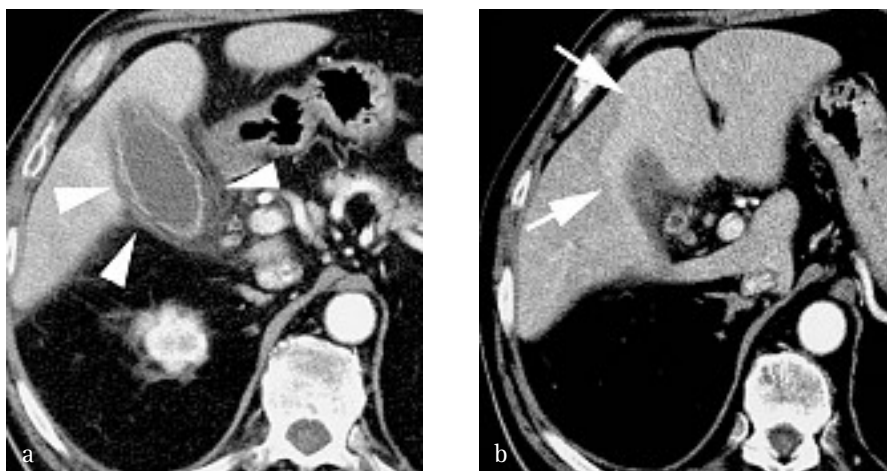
Cholécystite aiguë : aspect TDM. a) Coupe axiale au niveau de la loge vésiculaire montrant une infiltration de la graisse périvésiculaire têtes de flèches et une fine lame liquidienne périvésiculaire. b) Présence d'un rehaussement focal du foie au contact du lit vésiculaire flèches
